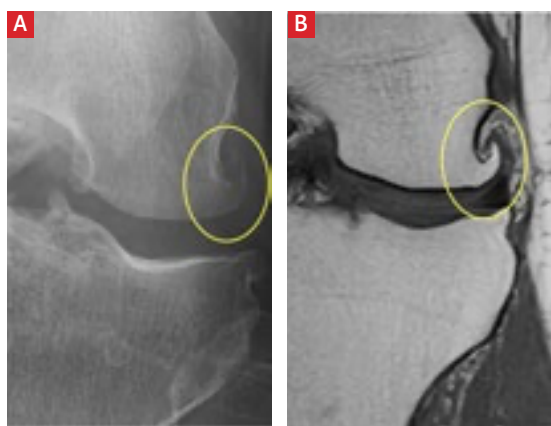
Differenzierte Beurteilung von Osteophyten. Röntgenaufnahme einer fortgeschrittenen medialen Gonarthrose mit Osteophyten auch im lateralen Kompartiment (A). Die korrespondierenden frontalen MRT-Schnitte (T1-Sequenz) zeigen jedoch keine relevante laterale Gelenkbeteiligung (B). Osteophyten in mehreren Kniekompartimenten sind nicht zwangsläufig Ausdruck einer mehrkompartimentellen Arthrose und stellen daher für sich genommen keine Kontraindikation für eine Knie-Teilprothese dar.
